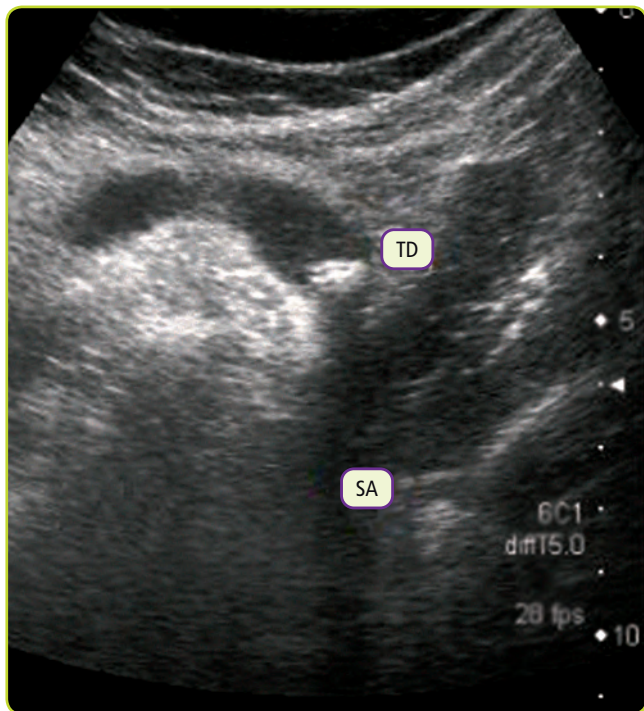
Ecografía que muestra dicho fenómeno. TD: Tejido denso (cálculo biliar). SA: Sombra acústica.
